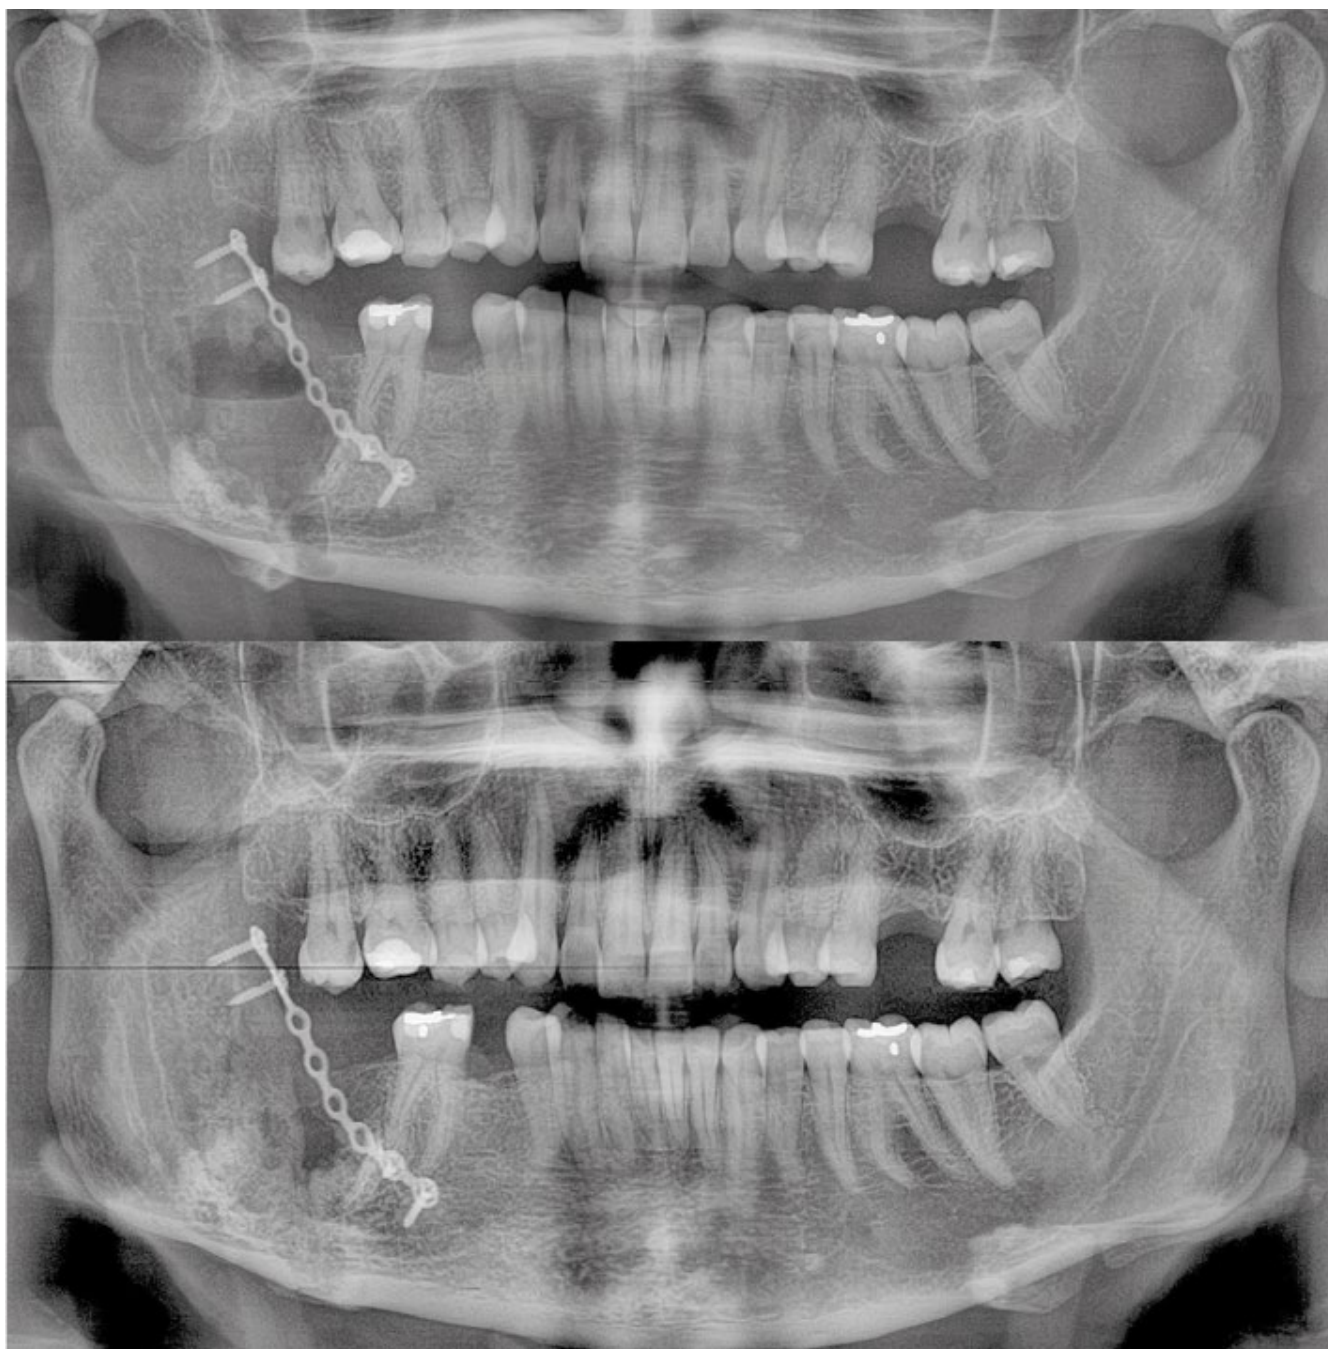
Radiografia panorâmica do pós operatório imediato, superiormente, e controle após um ano.
